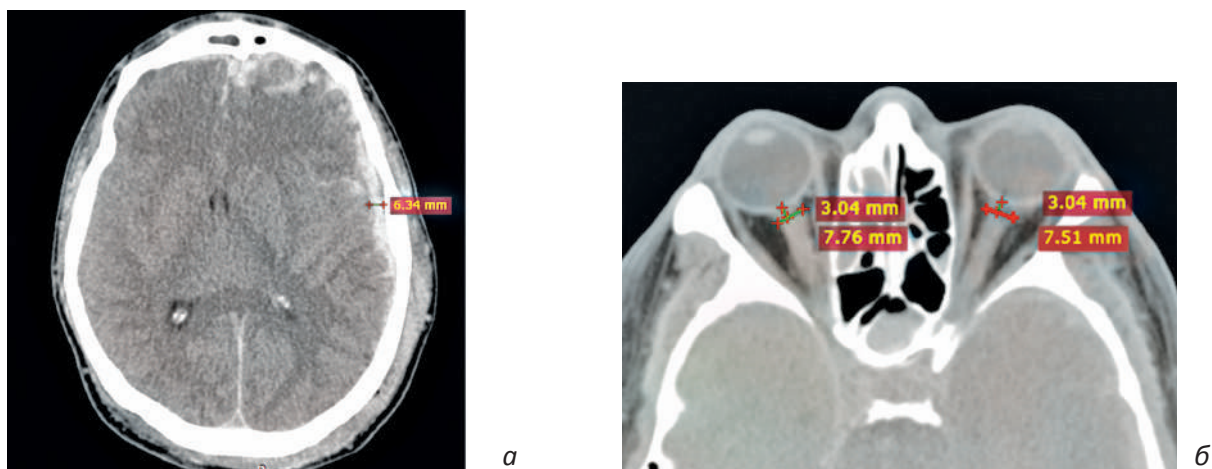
Дооперационный снимок МСКТ с измерением толщины гематомы (а) и ДОЗН с обеих сторон 7,76 мм (б).
